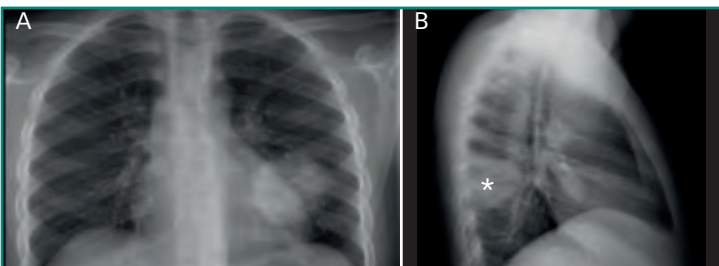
Neumonía redonda. Varón de 8 años de edad con fiebre alta, tos, expectoración y dolor pleurítico. Radiografía frontal que muestra una opacidad redondeada en el lóbulo inferior izquierdo (ausencia de signo de la silueta). La proyección lateral confirma el hallazgo y la localización posterior (asterisco). Es conveniente no confundir este diagnóstico con una neoplasia. La indicación es tratar la neumonía y repetir imagen después. En este paciente, las radiografías un mes más tarde mostraron resolución total de la opacidad.
